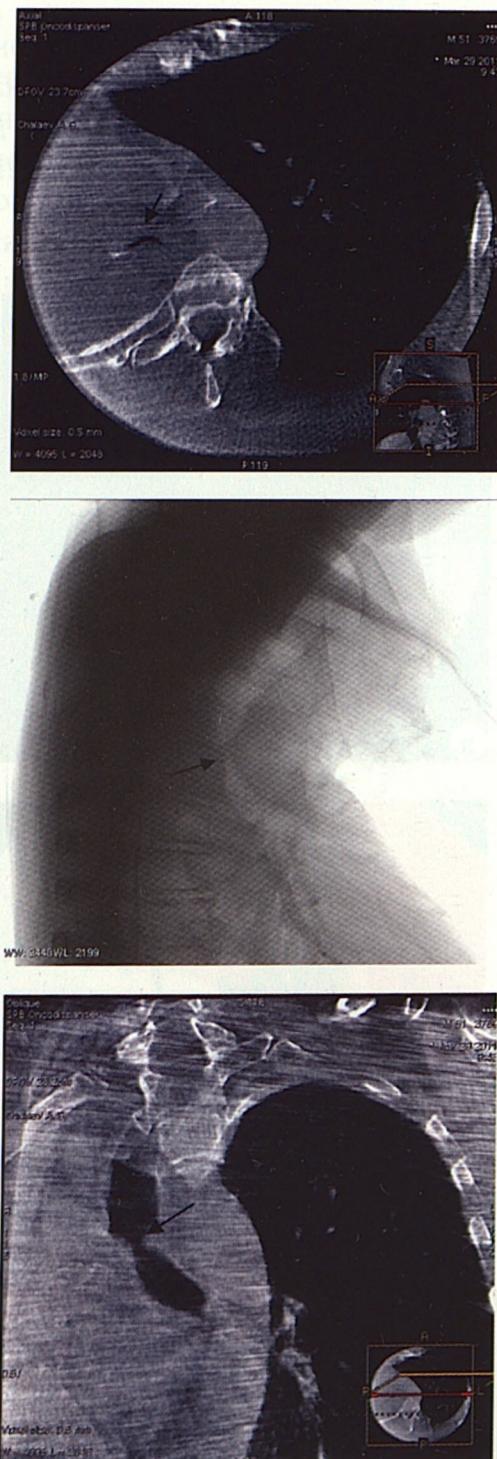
КТ левого легкого, выраженный стеноз левого главного бронха
